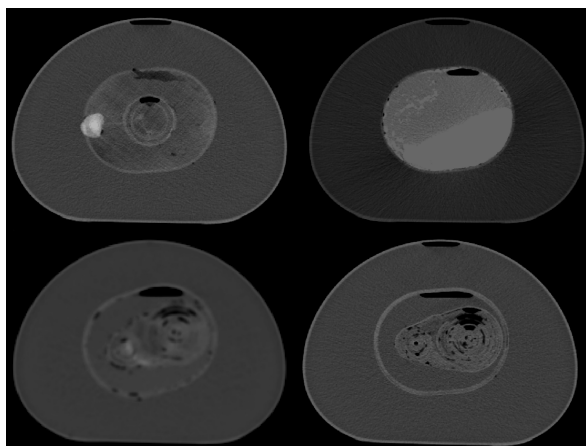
Cortes del fantoma diseñado, adquiridos mediante tomografía CT. Se observa en los cortes de corrección de atenuación mostrados tanto la plastilina utilizada, como las regiones de aire en el fondo, así como dentro de las cámaras, particularmente visibles en el fantoma de cadena de bicicleta.
